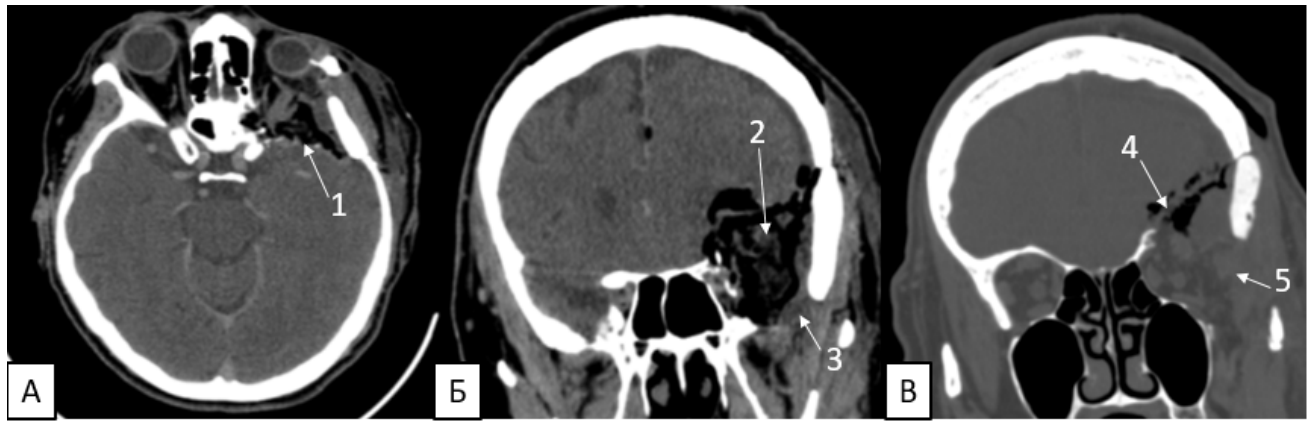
СКТ на 1-е сутки после операции: А) аксиальный срез. 1 – дефект большого крыла клиновидной кости; Б) фронтальный срез. 2 – дефект малого крыла, 3 – дефект большого крыла клиновидной кости; В) фронтальный срез. 4 – дефект крыши глазницы, 5 – дефект латеральной стенки глазницы
